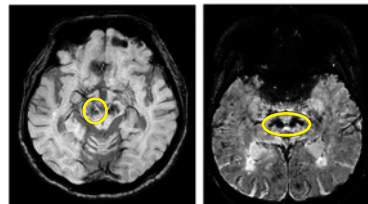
Brain MRI (2022. 08. 24)
